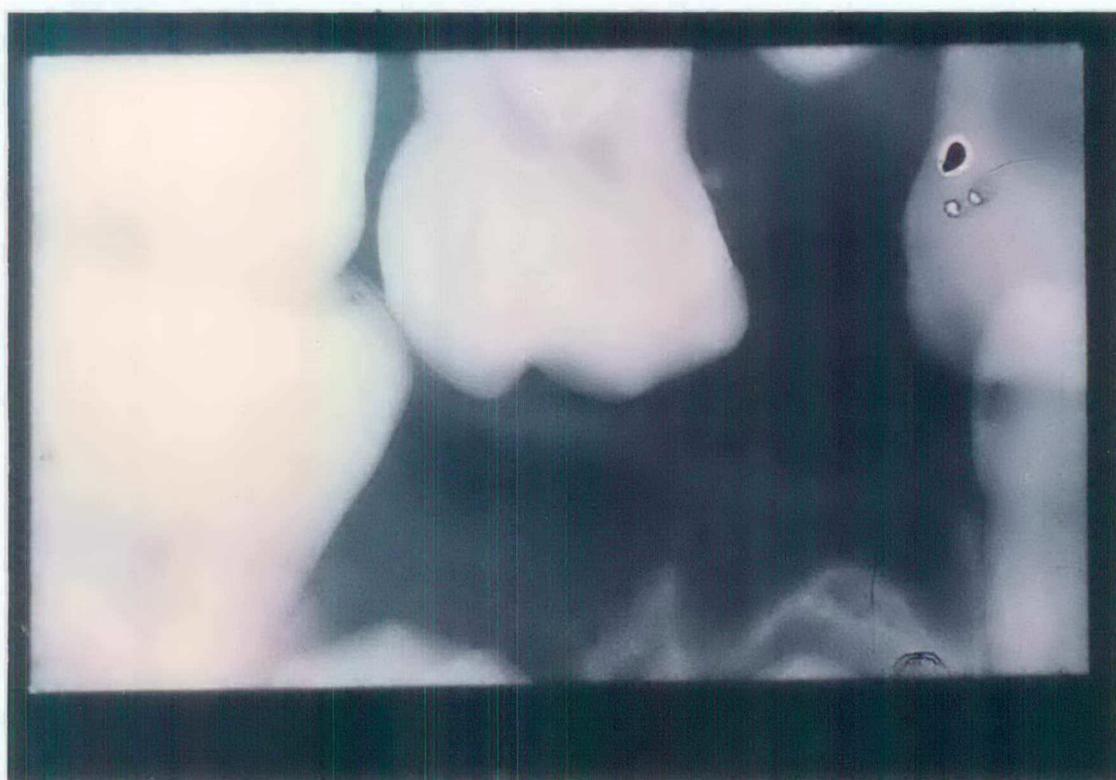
Radiografia onde se observa a restauração da figura 1 (M-55) aos 6 meses.
